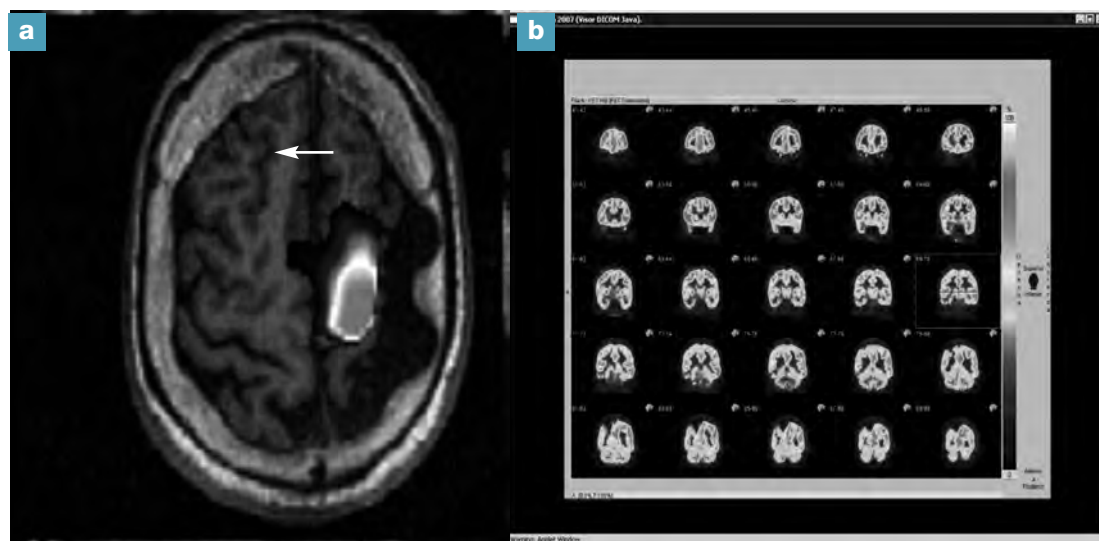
Neuroimagen funcional. a) RM funcional, en un paciente intervenido por una malformación cerebral epileptogénica. b) PET con área de hipometabolismo temporal derecho.
